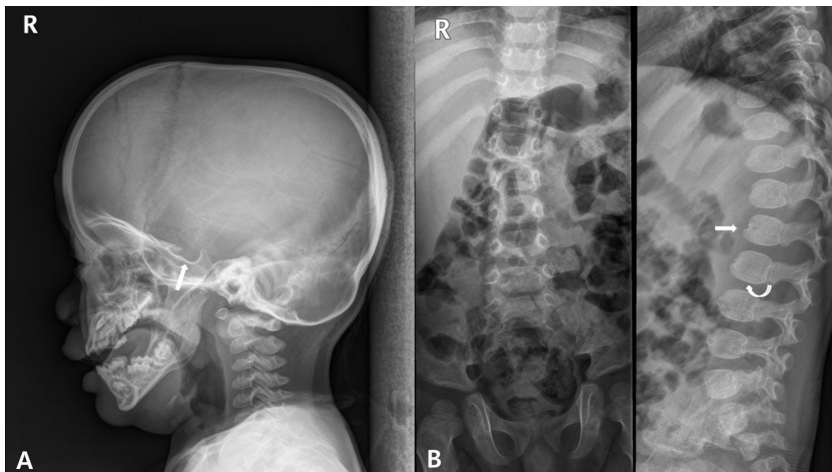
(A) Skull radiograph at 25 months of age. Frontal bone bulging, J shaped sella (white arrow) and adenoid enlargement were shown in this picture. (B) Spine radiograph at 25 months of age. Mild kyphosis and anterior beaking (straight white arrow) and platyspondyly (curved white arrow) were shown in this picture.
